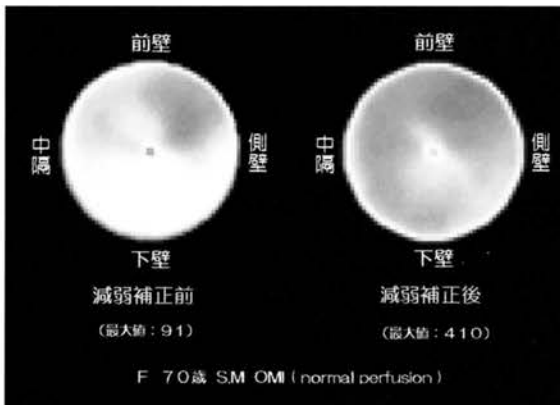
TCTより得られた減弱係数( $\mu$ )分布像を用いた本法による $^{99m}\text{Tc}$ -tetrofosmin心筋SPECTの吸収補正前後のブルズアイマップ。補正前は前壁、側壁に比し、下壁から中隔にかけての領域にガンマ線吸収によるSPECT値の低下が認められるが、補正後はほぼ均一な分布を示している。
